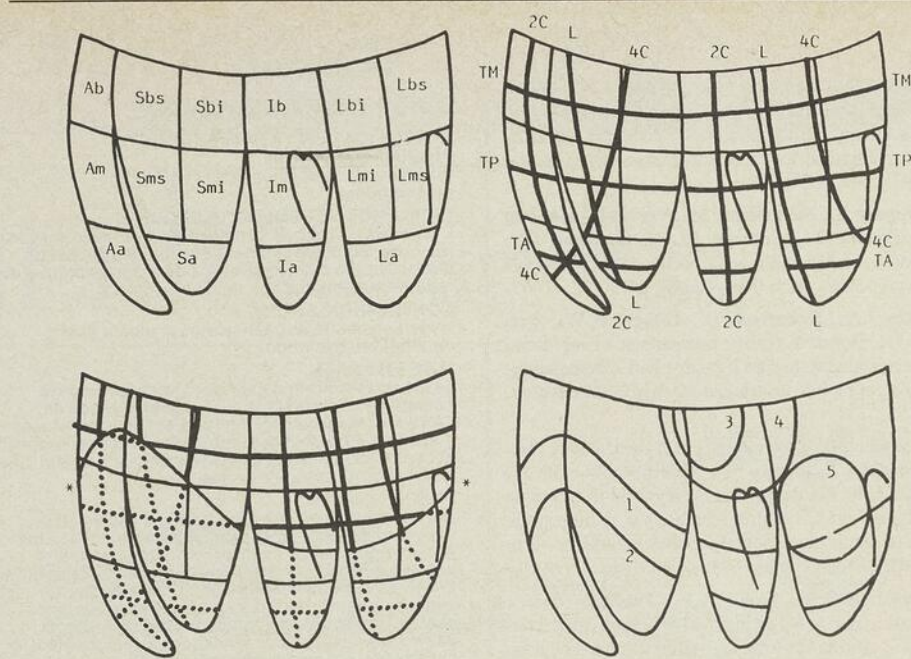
Carte myocardique du ventricule gauche pour l'étude de la topographie des infarctus en échographie bi-dimensionnelle
